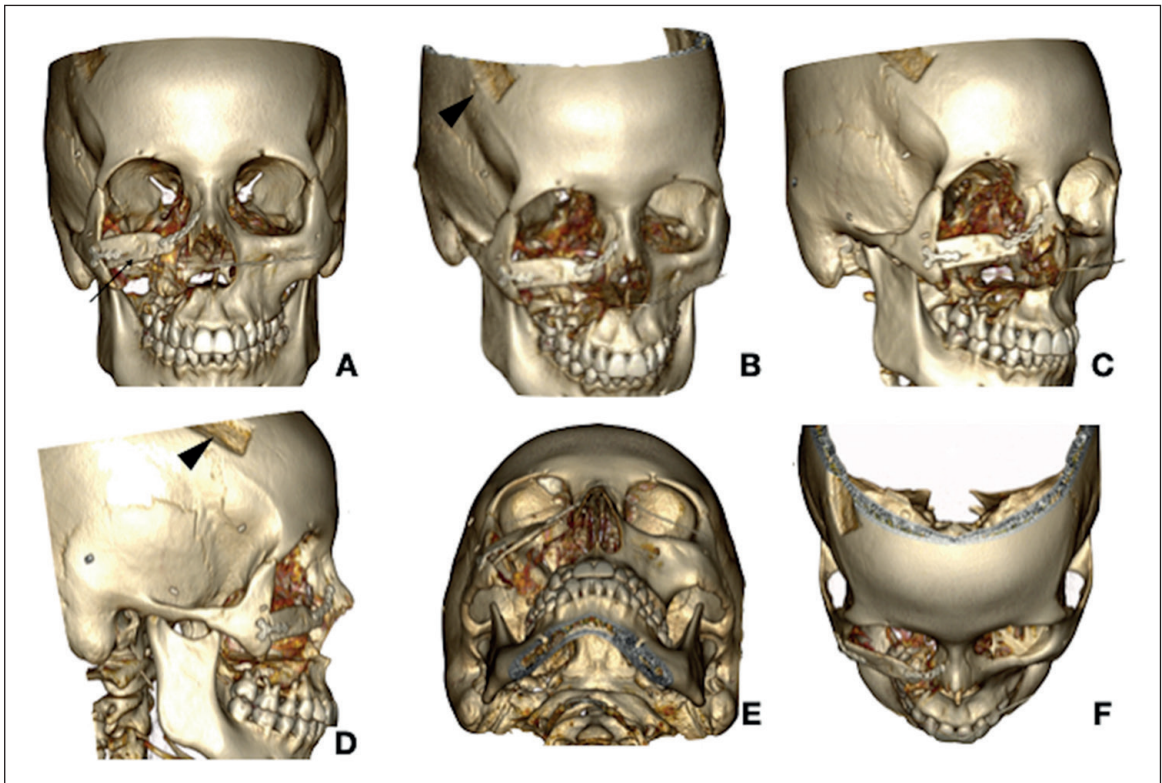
Tomografía computada de cavidades paranasales con reconstrucción 3D VR. Reconstrucción del arco cigomático-maxilar (flecha en A) con injerto óseo autólogo de la tabla externa de la calota (punta de flecha en B y D).
